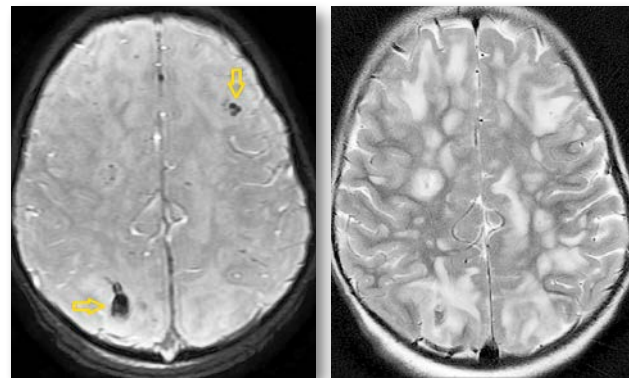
МРТ-зображення головного мозку пацієнта з гострим геморагічним лейкоенцефалітом (хвороба Херста) в режимах T2*/T2 GRE (А) (стрілками позначено двобічні гіперінтенсивні вогнища з геморагічним компонентом) і T2 (Б)
